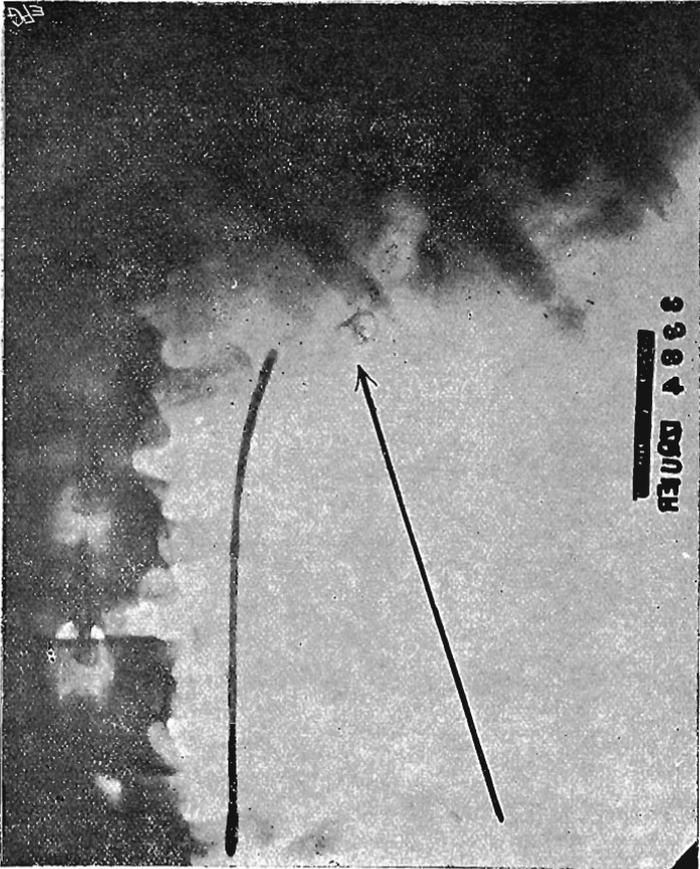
Hombre de 35 años. Cólicos nefríticos. Radiografía con sonda opaca introducida en el uréter izquierdo, tomada en período de calma. Se nota una sombra de cálculo en la región renal, sin poder localizarse su situación con respecto a la cavidad pélvica.
